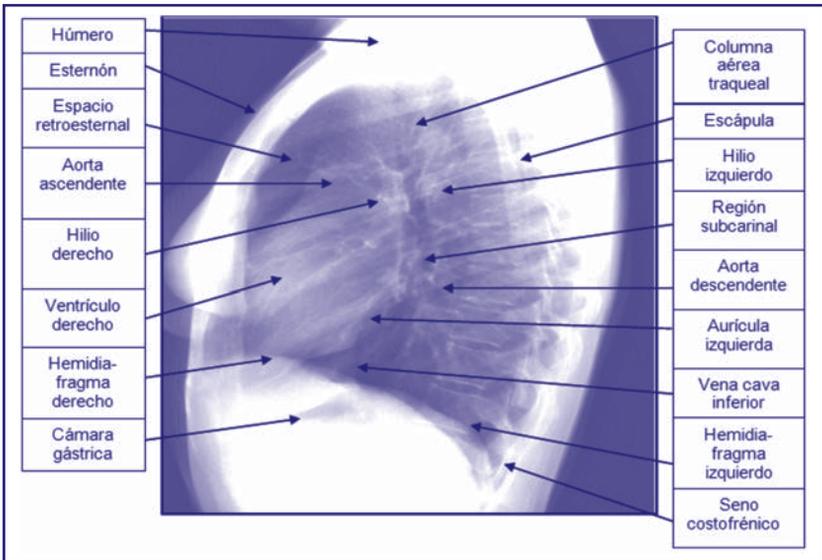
Anatomía normal radiografía de tórax lateral.
